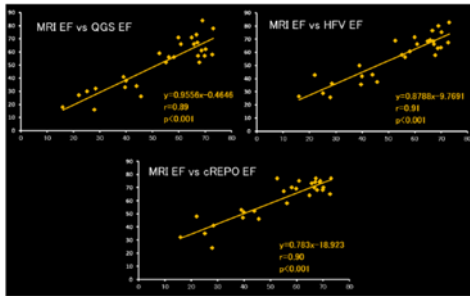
MRI vs ソフトウェアの比較(EF)
